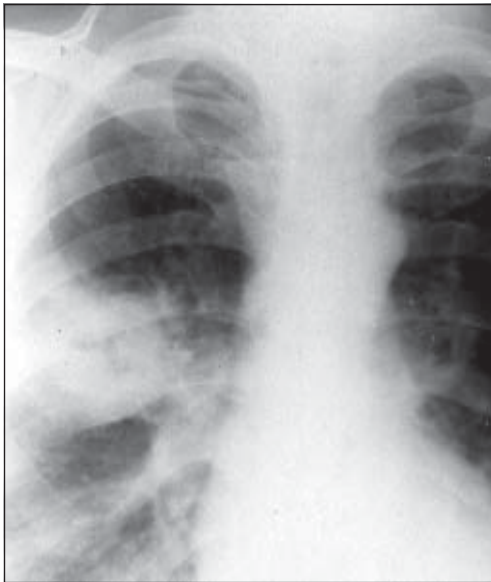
Периферичний рак правої легень з розпадом. Рентгенограма.
